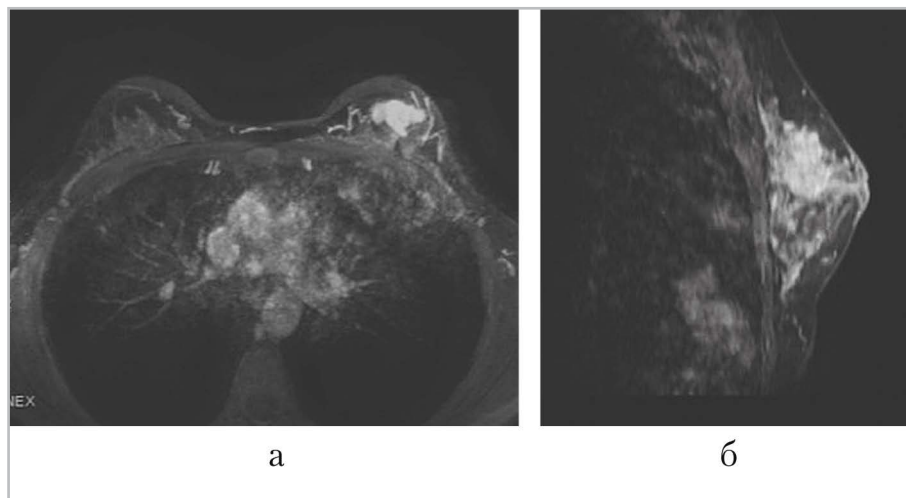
МРТ молочной желез Т1-взвешенное изображение, цифровая субтракция, аксиальная (*а*), сагитальная (*б*) проекции. На границе верхних квадрантов левой молочной железы определяется зона патологического гетерогенного накопления контрастного препарата, распространяющаяся на сосково-ареолярную область, размером $80 \times 55 \times 45$ мм
